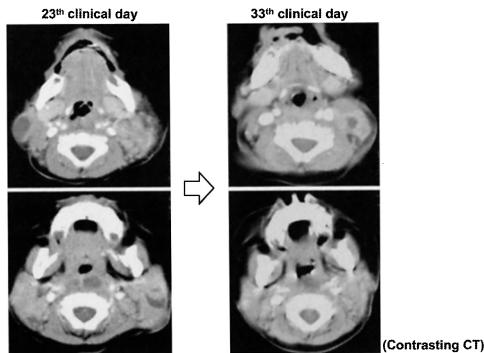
CT findings of Case 3
